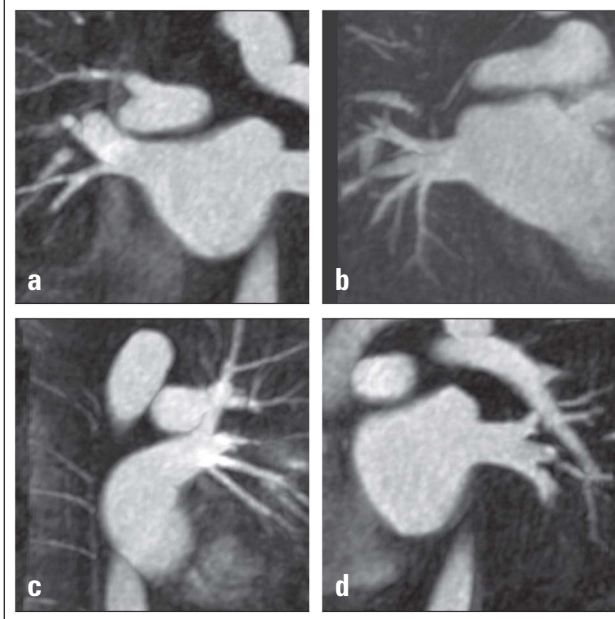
Dreidimensional rekonstruierte Magnetresonanztomographien der individuellen Pulmonalvenen bei normaler Pulmonalvenen-Anatomie in individualisierter, schräg koronarer Schnittebene. a: Rechts-superiore Pulmonalvene; b: Rechts-inferiore Pulmonalvene; c: Links-superiore Pulmonalvene; d: Links-inferiore Pulmonalvene.
